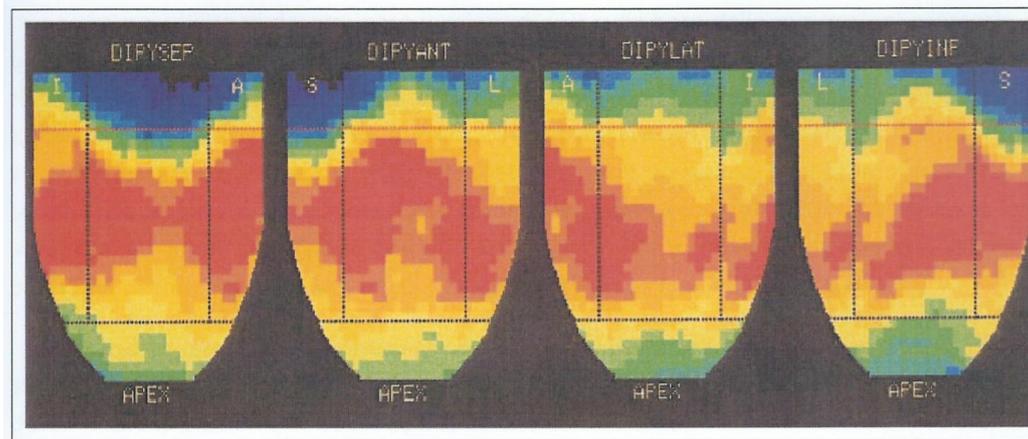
Gradiente longitudinale di perfusione base-apice dopo somministrazione di dipyridamolo in un paziente con reperti normali allo studio con tomografia ad emissione di positroni in condizioni basali. La scala di colori dell'attività miocardica relativa ed indicativa della perfusione miocardica è rosso per il valore massimo di attività, con progressivo decremento a giallo, verde, blu e con il colore nero che corrisponde al minimo di attività rilevata.*
